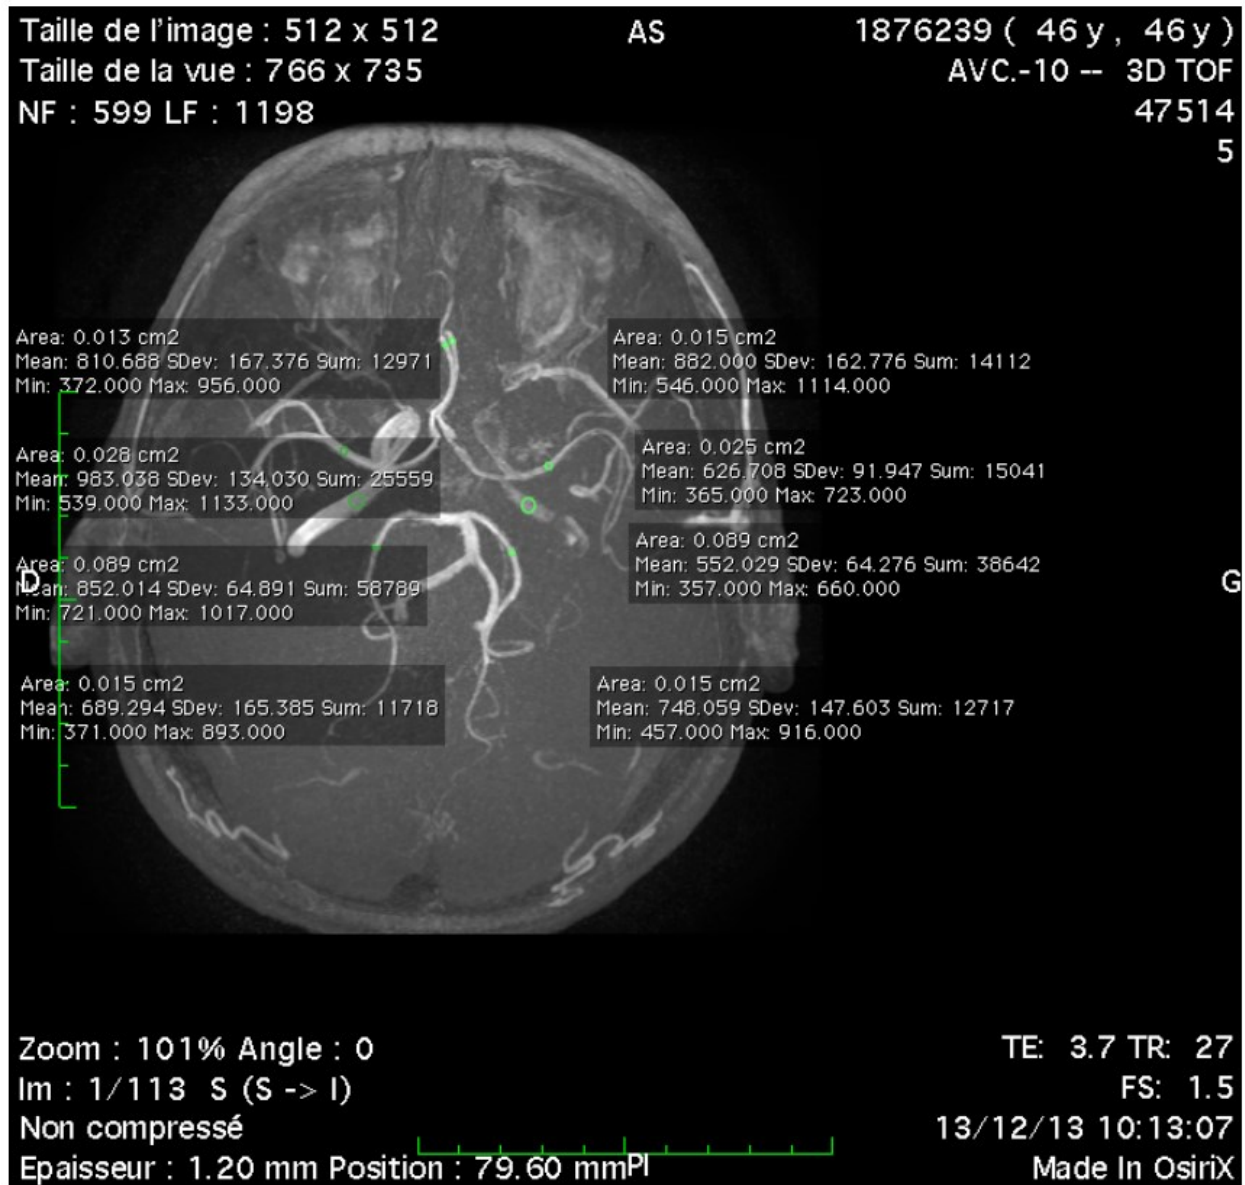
sélection des régions d'intérêt pour l'IRM 3DTOF : exemple 2
